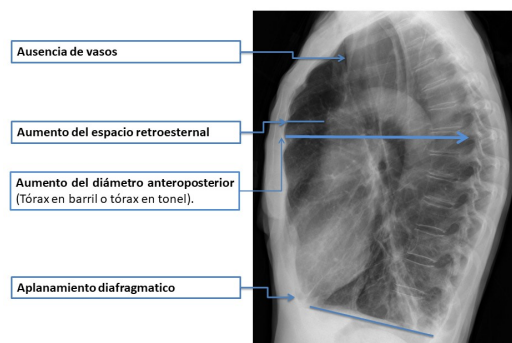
radiografía simple de tórax en proyección Lat de paciente con EPOC enfisema
